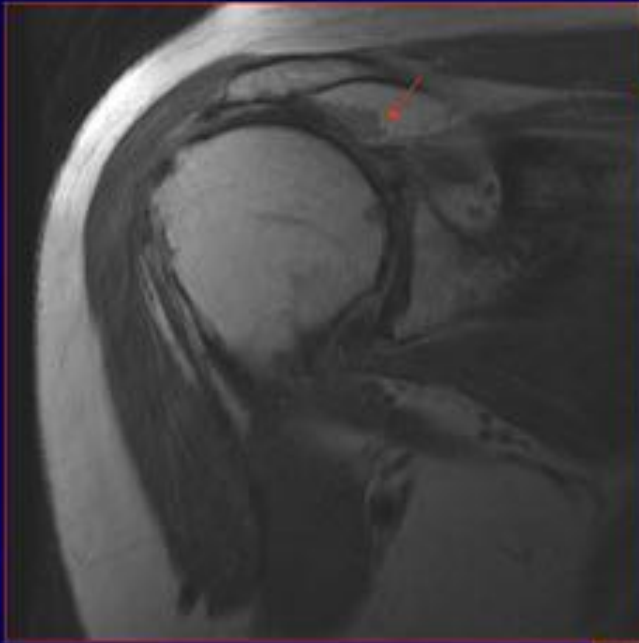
Imagen en RM oblicuo coronal con signos de rotura parcial del tendón de inserción del subescapular.
